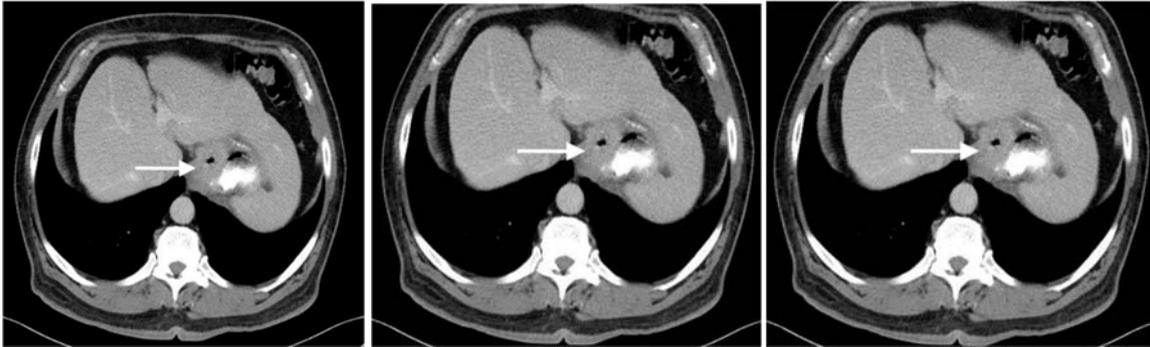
Masa cardial y subcardial, en Imágenes de la TC abdominal.
